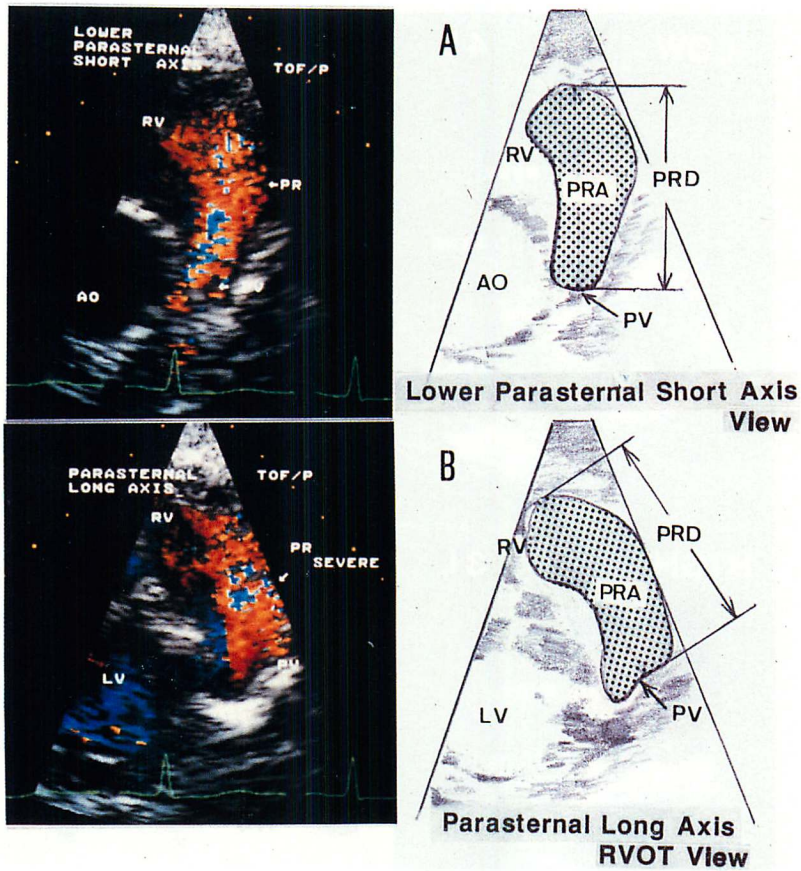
Doppler color flow imagings obtained from the parasternal short-axis view (A) and the parasternal long-axis RVOT (right ventricular outflow tract) view (B).
